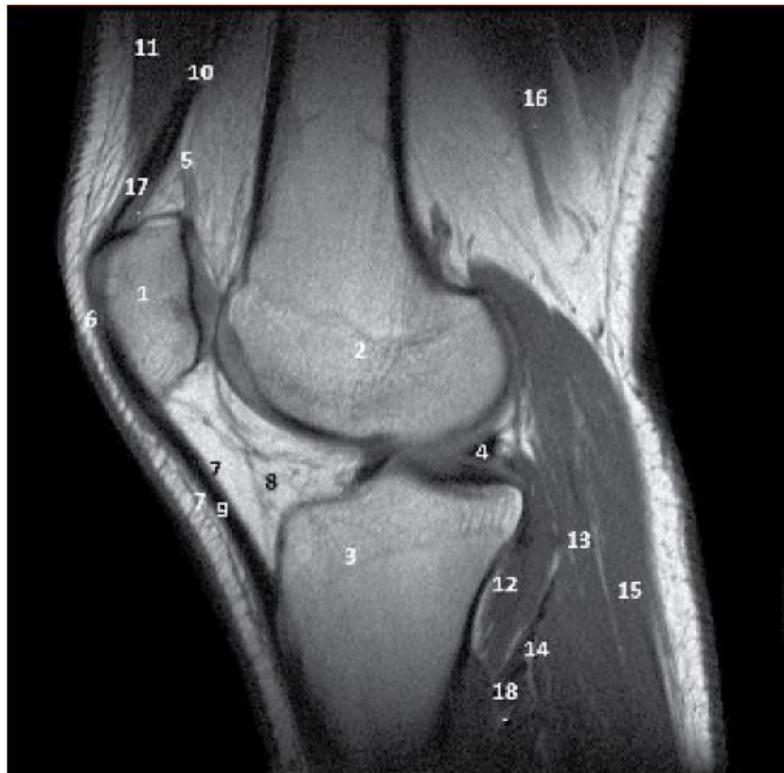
¹⁵ Anatomía de la rodilla. Resonancia magnética (corte sagital). 1. Rótula, 2. Cóndilos femorales, 3. Meseta tibial, 4. Menisco interno (cuerno posterior), 5. Bolsa subcuadricipital, 6. Bolsa prerrotuliana, 7. Bolsas infrarrotulianas, 8. Grasa de Hoffa, 9. Tendón rotuliano, 10. M. vasto intermedio, 11. M. recto anterior, 12. M. poplíteo, 13. M. delgado plantar, 14. M. sóleo, 15. M. gemelo externo, 16. M. bíceps femoral, 17. Tendón cuádriceps, 18. Arteria tibial anterior
